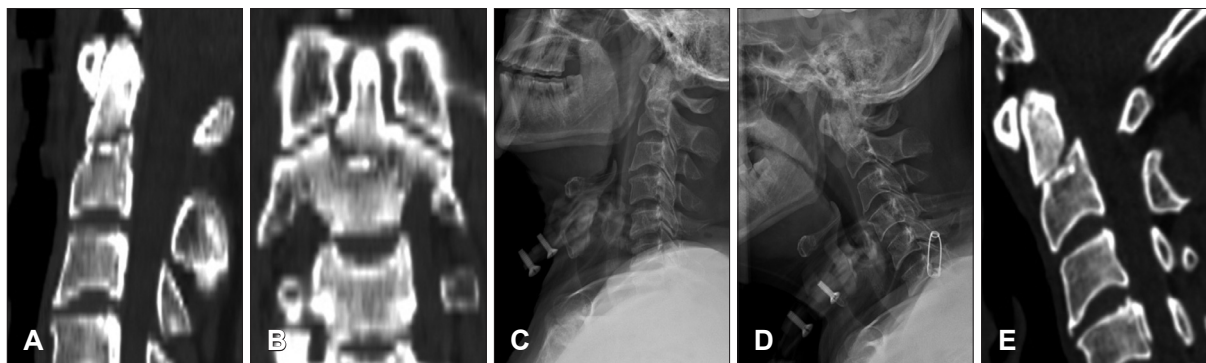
Imaging studies from case 1. A: Computed tomography (CT) scans of the patient showed a type III odontoid fracture and there was ossification of posterior longitudinal ligament at the level of C3-C4. The fractured odontoid process was slightly displaced anteroinferiorly. B: A coronal reconstruction image revealed the comminuted fracture. C: The plain radiograph after 1 day of halo-vest immobilization. D: The plain radiograph on 3 weeks follow up showing the change of cervical lordotic curve. E: After 14 weeks, on the CT lateral reconstruction image, we found that the fracture site had not completely healed.
